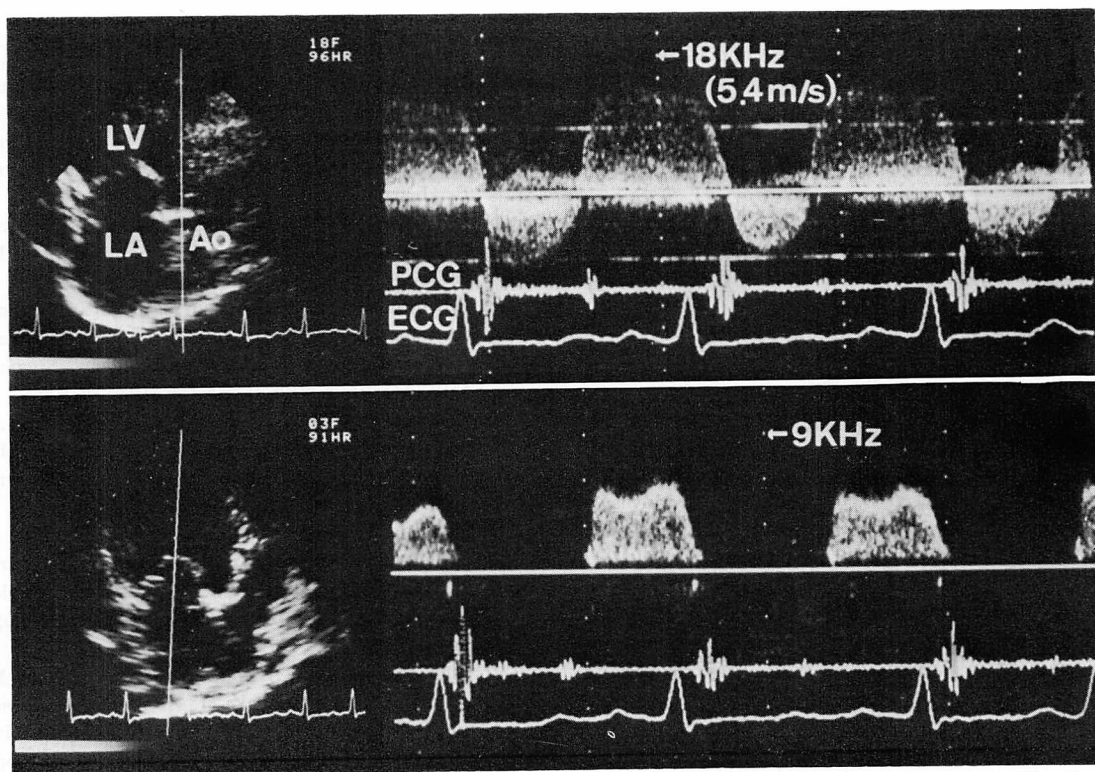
Continuous wave Doppler recordings of the left ventricular (LV) outflow (top) and inflow (bottom) tracts in a patient with aortic regurgitation and mitral stenosis.
